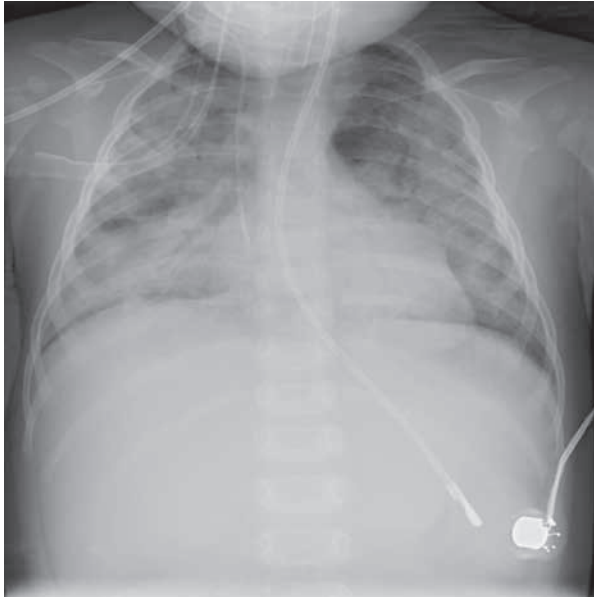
Radiografía tras maniobras de reclutamiento.
